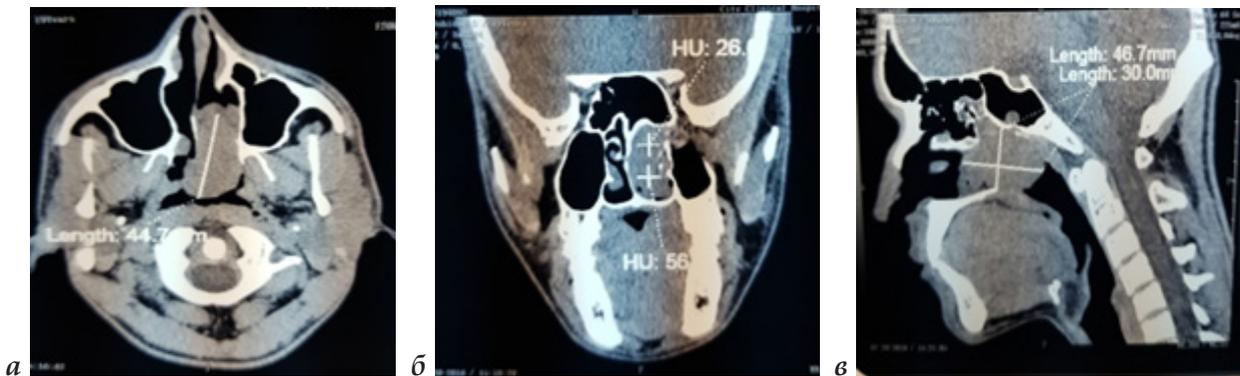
Фрагменты КТ больного В.Д., 19 лет с диагнозом: "ЮАОЧ базиллярной формы I-ой степени по классификации U.Fish" (аксиальный (а), коронарный (б) и сагиттальный (в) срезы)
